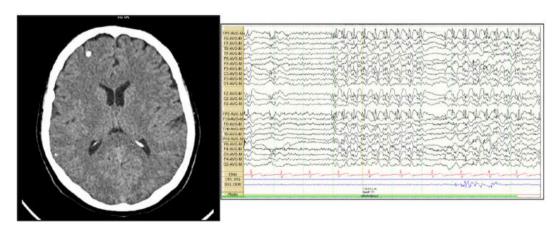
TC simple de cráneo (izquierda) y electroencefalograma (derecha).
